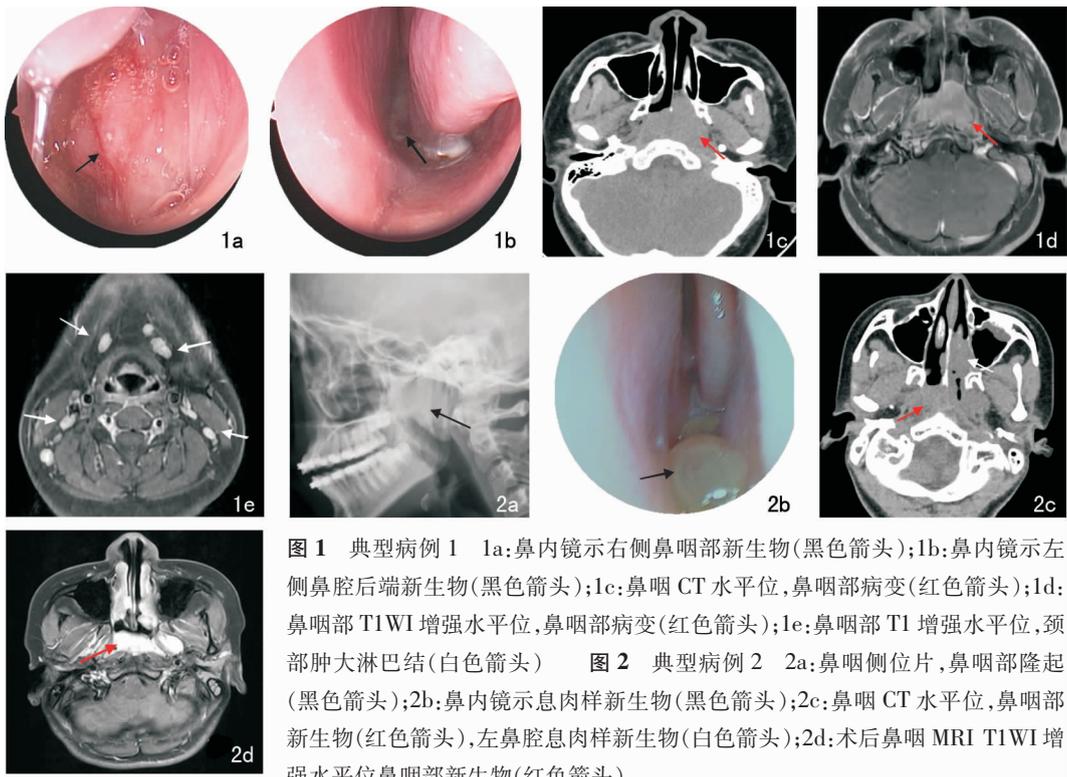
典型病例1 1a:鼻内镜示右侧鼻咽部新生物(黑色箭头);1b:鼻内镜示左侧鼻腔后端新生物(黑色箭头);1c:鼻咽 CT 水平位,鼻咽部病变(红色箭头);1d:鼻咽部 T1WI 增强水平位,鼻咽部病变(红色箭头);1e:鼻咽部 T1 增强水平位,颈部肿大淋巴结(白色箭头) 图2 典型病例2 2a:鼻咽侧位片,鼻咽部隆起(黑色箭头);2b:鼻内镜示息肉样新生物(黑色箭头);2c:鼻咽 CT 水平位,鼻咽部新生物(红色箭头),左鼻腔息肉样新生物(白色箭头);2d:术后鼻咽 MRI T1WI 增强水平位鼻咽部新生物(红色箭头)
